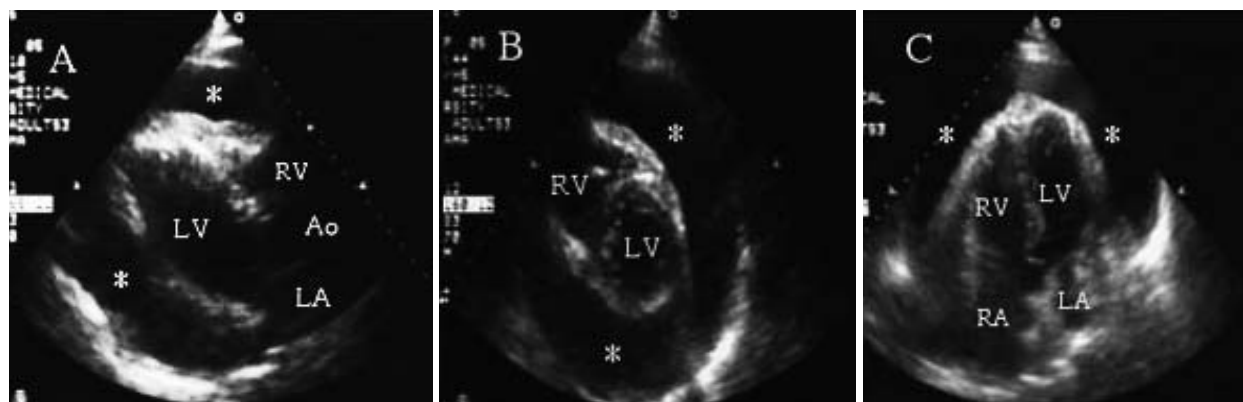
Transthoracic echocardiograms on admission showing massive pericardial effusion
